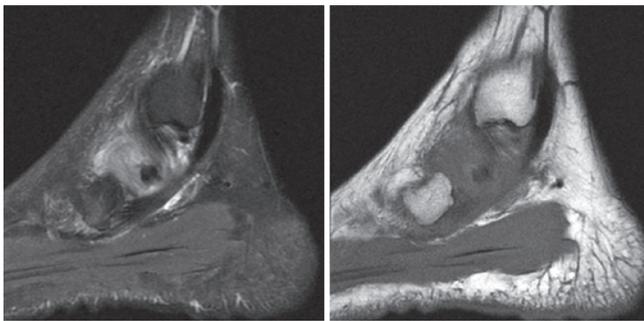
Corte sagital em T2 e T1 de ressonância nuclear magnética do tornozelo demonstrando tendinopatia do tendão tibial posterior.
